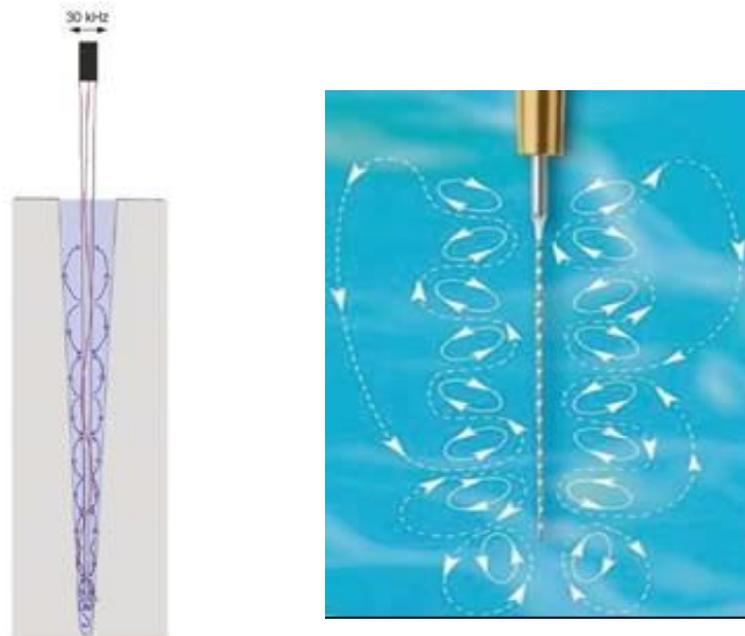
A: Efeito de microstreaming ultrassonicamente.
